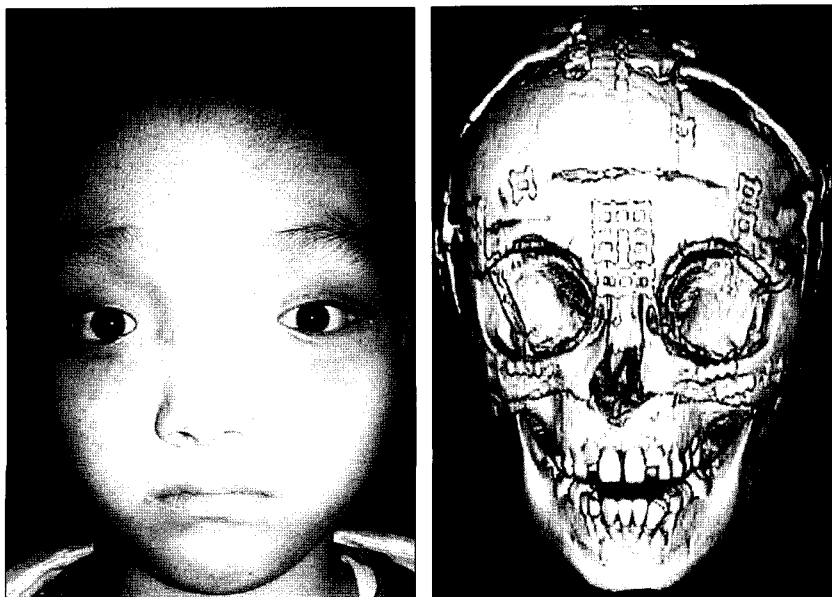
Postoperative findings. (Left) 7 months postoperative frontal view. (Right) Three-dimensional CT findings, frontal view.
